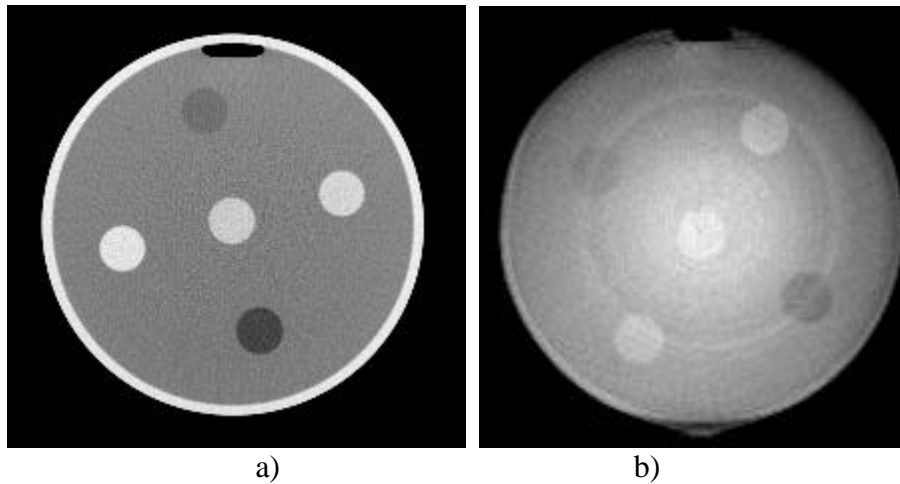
Sección de contraste del maniquí AAPM obtenido con un TC diagnóstico (a) y con el Simulador-TC (b).
